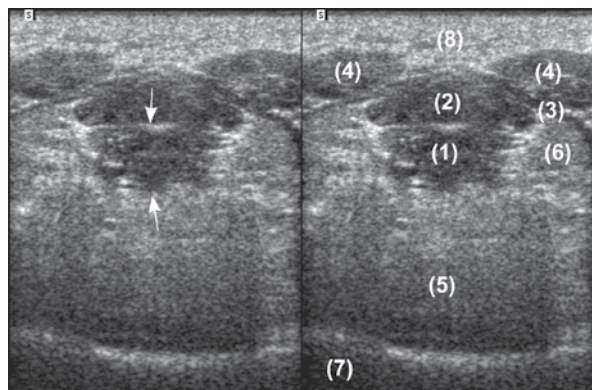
The structure marked with arrows in the first image might be described as a heterogeneous focal lesion with blurred, irregular contours and outgrowths, i.e. with standard characteristics of a lesion that appears as malignant on ultrasound. In fact, it is the genioglossus muscle in the transverse section (1). Correct ultrasound anatomy of the floor of the mouth area in the transverse section: (2) – geniohyoid muscle; (3) – mylohyoid muscle; (4) – anterior belly of the digastric muscle; (5) – tongue; (6) – sublingual gland; (7) – oral cavity; (8) – subcutaneous tissue
